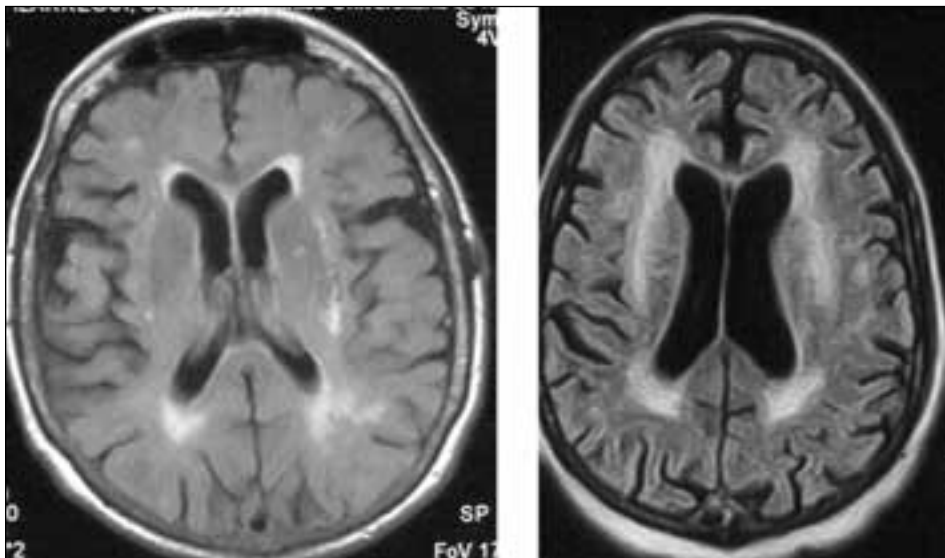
RM cerebral, secuencias FLAIR. (a) Leuko-araiosis grado 2 en región parieto-occipital izquierda según la escala de Wahlund; (b) leuko-araiosis grado 3 frontal bilateral
